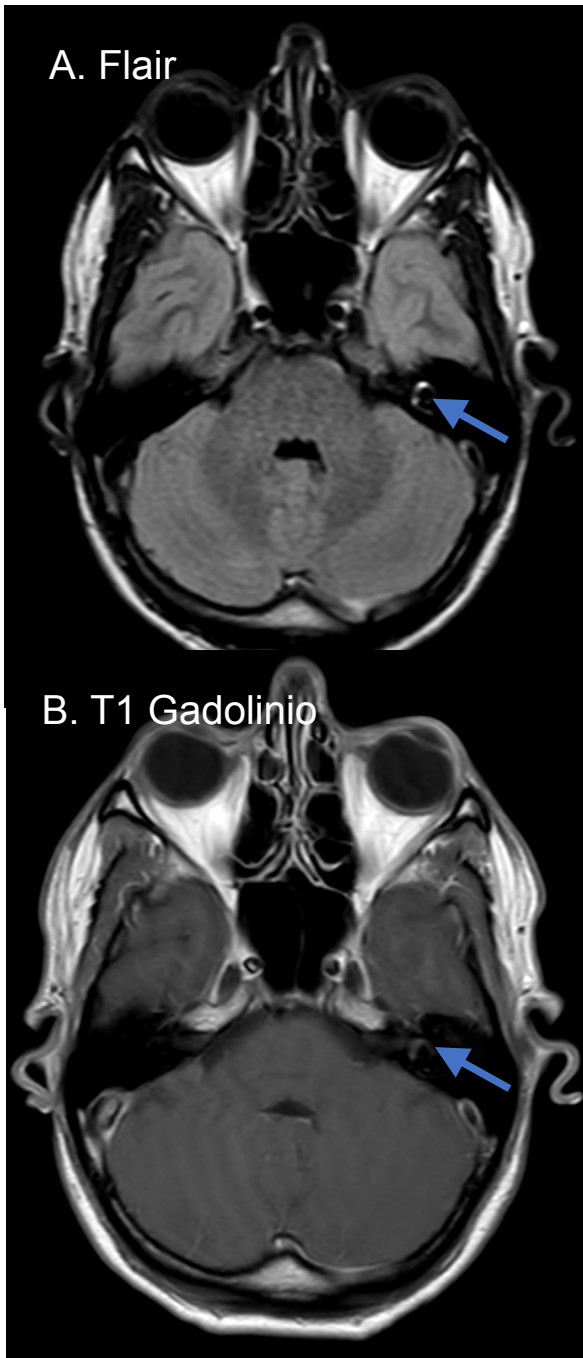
RM. A. Flair con hiperintensidad en oído interno izquierdo. B. T1 Gadolinio sin captación de contraste.
